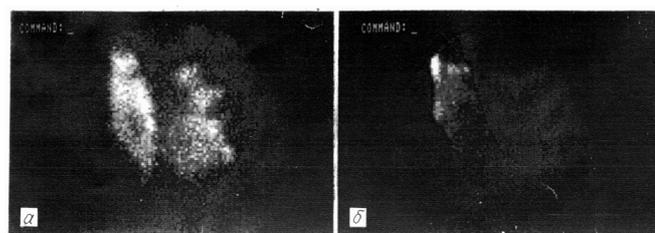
Сцинтиграмма миокарда с пирофосфатом  $^{99}\text{Tc}$  до (а) и через 5 дней после лазеротерапии (б).
